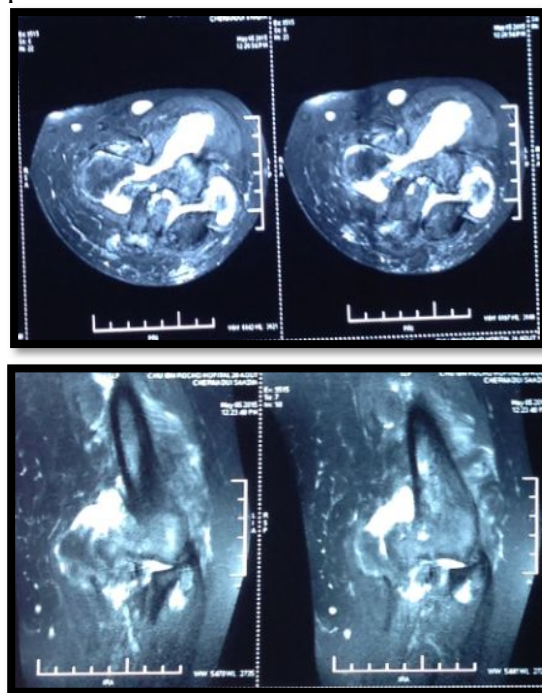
IRM du coude : Ostéochondromatose synoviale primitive (Cas N°1).
